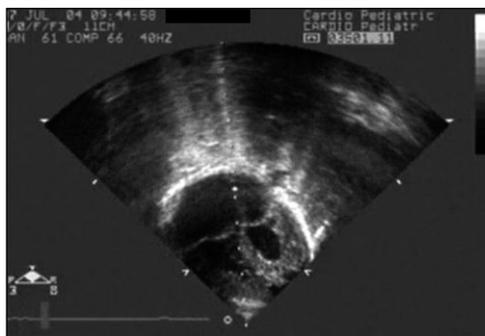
Ecocardiografía bidimensional de un síndrome de corazón izquierdo hipoplásico. Comparése el tamaño del ventrículo izquierdo con respecto al derecho. El ventrículo izquierdo no forma la punta cardíaca.
